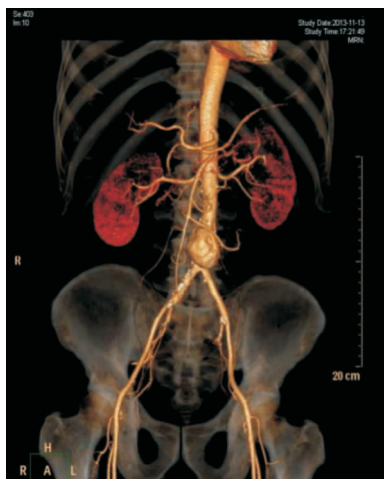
病例 2 入院后腹部 CT 平扫 + 增强检查结果
